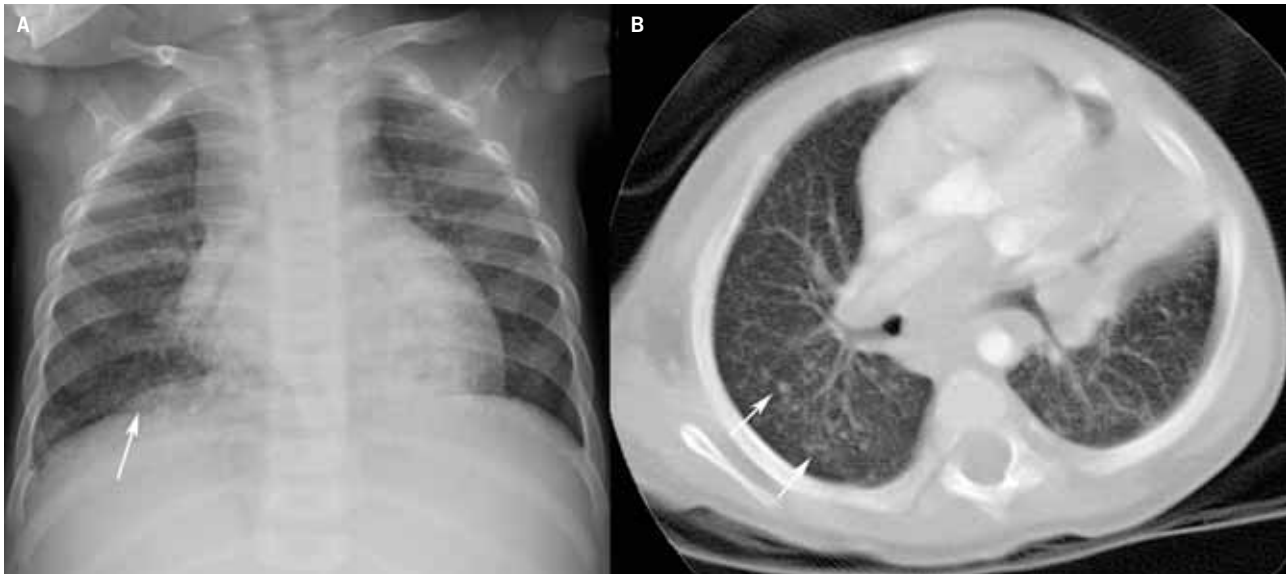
Nódulos milimétricos difusos, de predominio en la base derecha (flecha en A) que se confirman en una tomografía computarizada (flechas en B), en relación con un patrón miliar. También se visualizan adenopatías mediastínicas y una consolidación o atelectasia en la llingula. En un paciente son sospecha de tuberculosis y Mantoux positivo.
